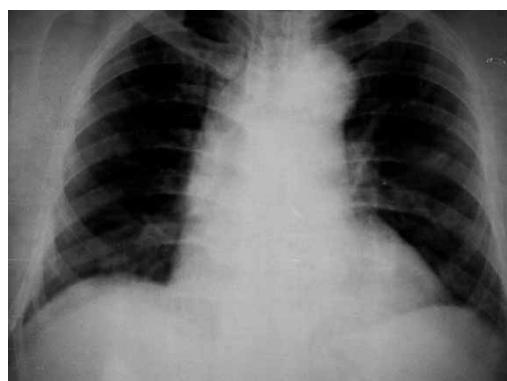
Telerradiografía de tórax donde se observa cardiomegalia grado I
